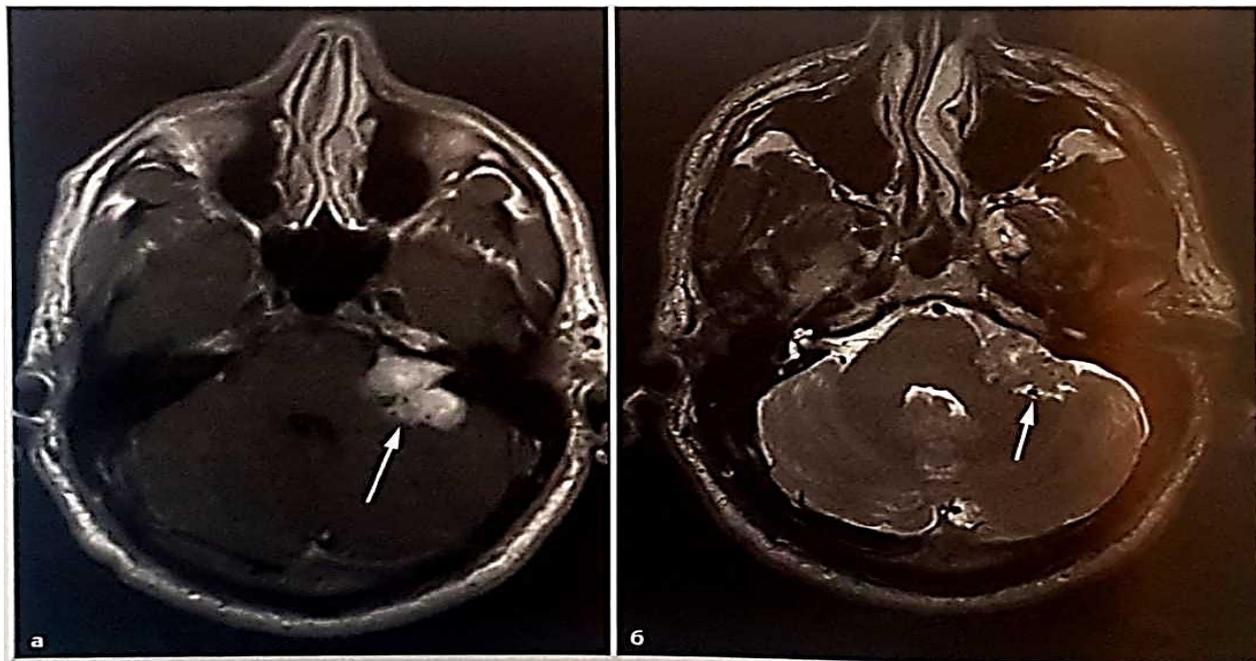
МРТ, на которой определяется крупная левосторонняя вестибулярная шваннома, распространяющаяся на ствол мозга, (а) T1 с гадолинием, сигнал от опухоли усилен (стрелка), (б) Опухоль выглядит более темной на T2 (стрелка).
